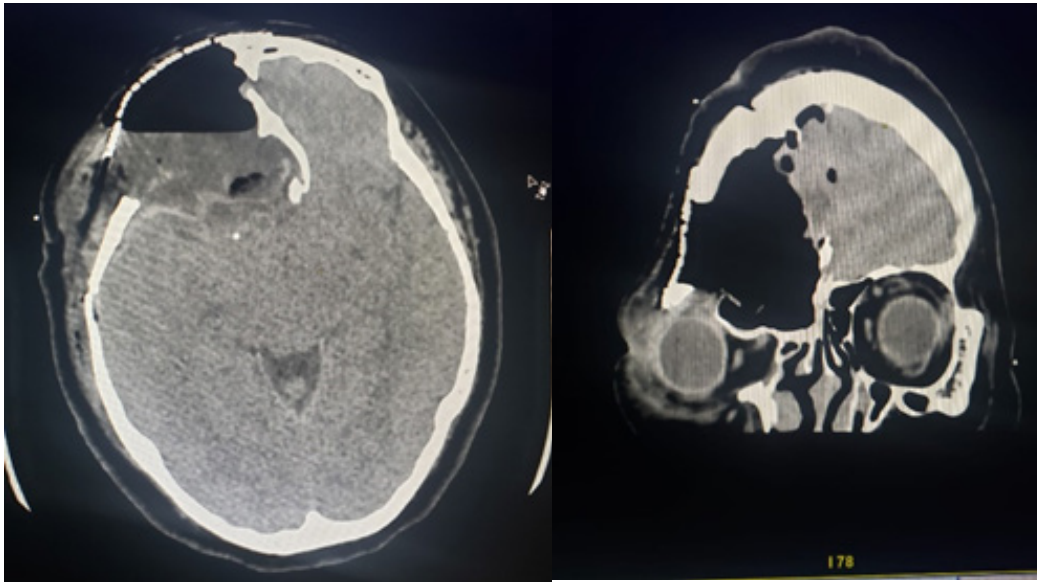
A) Tomografía axial computada – postoperatorio ; B) Tomografía axial computada corte coronal
